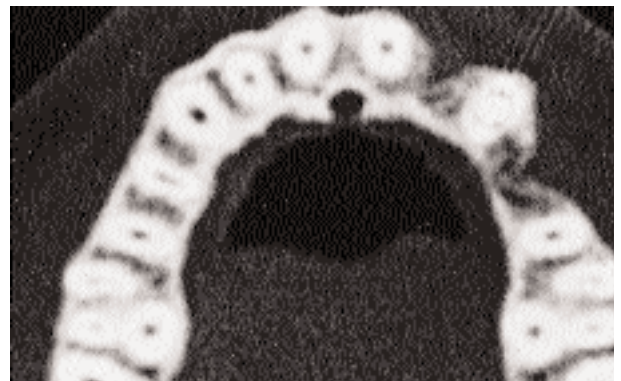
Im axialen CT (Schichtaufnahmen für orthogonale Profilbildung im Dental-CT) ist der trichterförmige Knochendefekt in regio 22 und 24 ebenfalls gut sichtbar.
